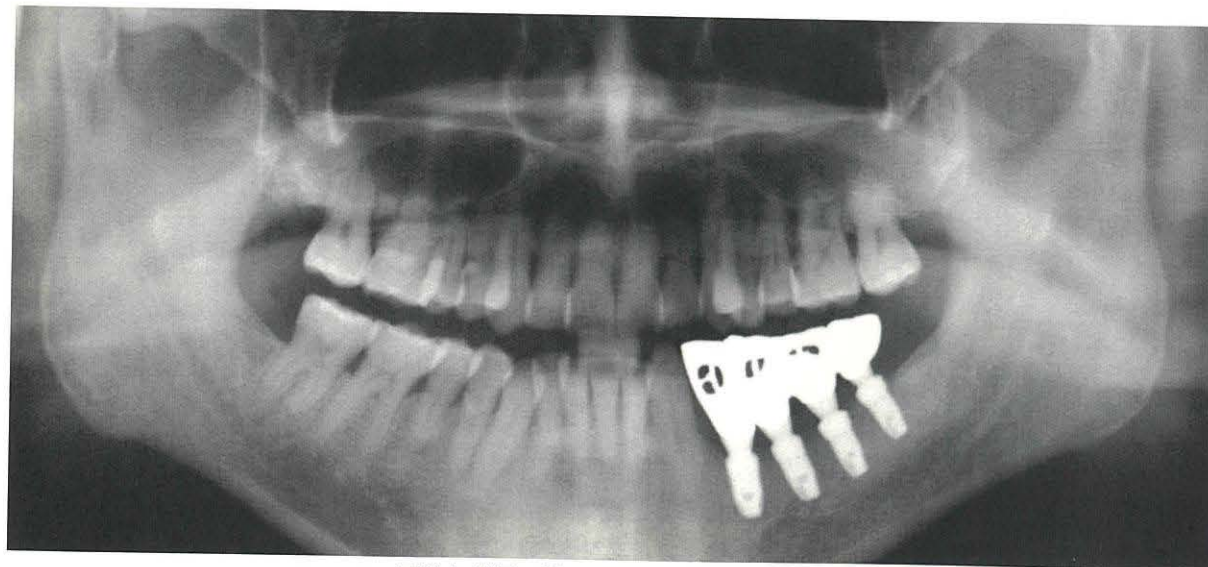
최종 보철 후 panorama 방사선 사진.
